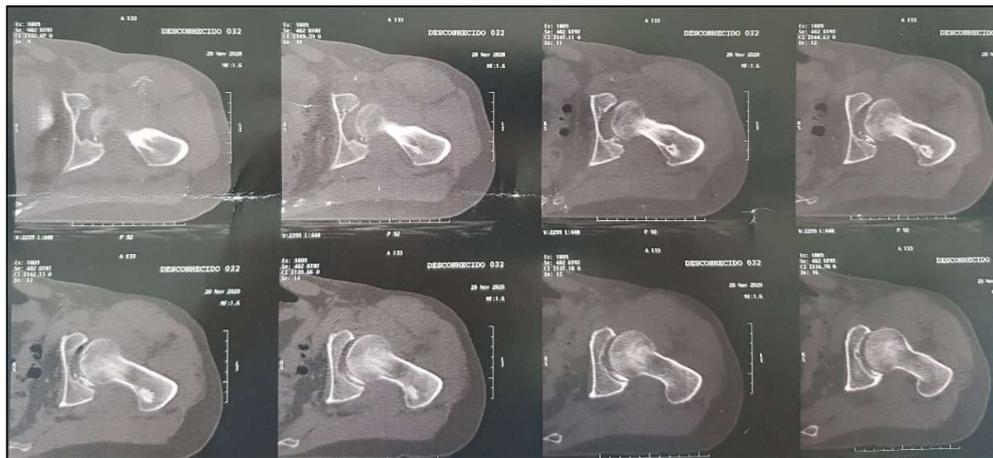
Imagem de TC de quadril esquerdo em corte proximal e sagital, demonstrando fragmento ósseo intra-articular resultante da fratura do rebordo posterior do acetábulo.
